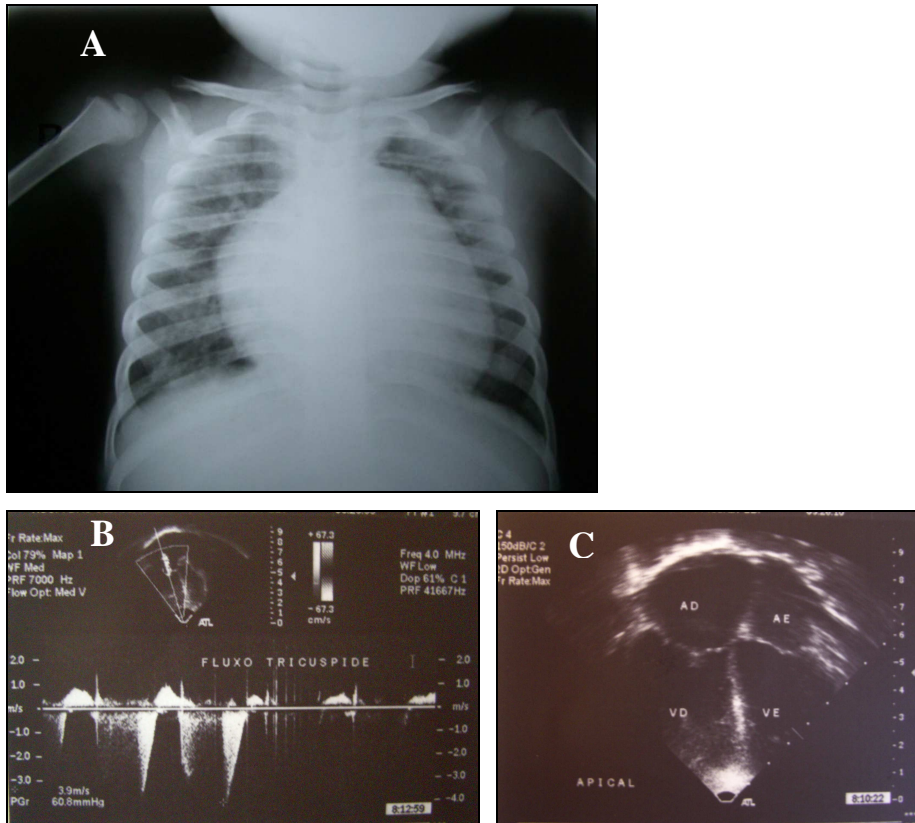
Criança com história de BVA com um mês de vida, seguida de episódios repetidos de pneumonia com necessidade de internação em UTI. Com dois anos e meio de idade, apresentou quadro de desconforto respiratório e insuficiência cardíaca congestiva. Na radiografia de tórax (A) observa-se hiperinsuflação, abaulamento do arco médio e cardiomegalia. Ecocardiograma (B e C) revelou pressão estimada de artéria pulmonar de 75,8 mmHg (para pressão em átrio direito presumida de 15 mmHg) e aumento leve a moderado de câmaras direitas. Cateterismo cardíaco confirmou hipertensão pulmonar grave. Imagem do ecocardiograma cedida pela Dr<sup>a</sup> Zilda Meira, do Hospital das Clínicas da UFMG, Brasil.
